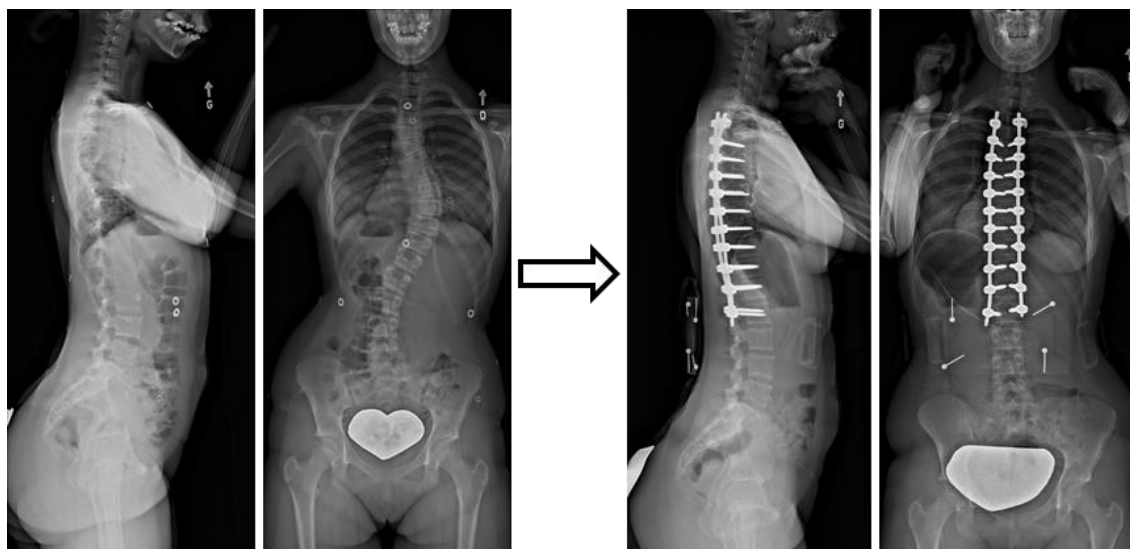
Radiographies sagittale et frontale préopératoire (gauche) et postopératoire (droite) d'une colonne vertébrale atteinte de scoliose.
